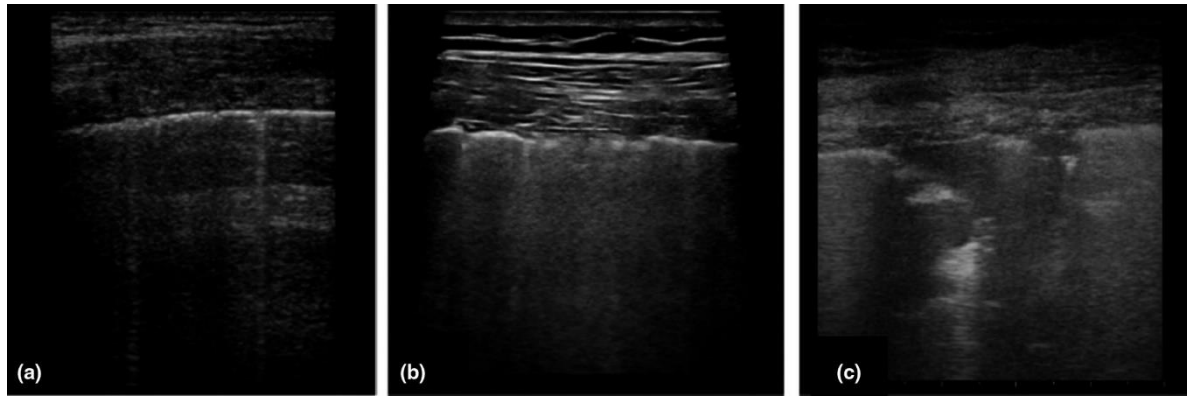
Patrones de COVID-19 en la ecografía de tórax. Áreas multifocales bilaterales tempranas del síndrome intersticial. Neumonía intersticial caracterizada por síndrome intersticial con líneas B y signo de deslizamiento conservado. Neumonía organizada avanzada con síndrome intersticial asociado a múltiples consolidaciones subpleurales y signo de deslizamiento reducido.
